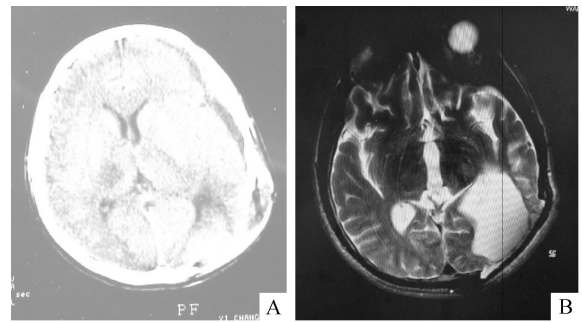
A: CT scan after Brain Trauma shows multiple low density shadow in right area of the basal ganglia B: Pre-operative T2 weighted magnetic resonance imaging (MRI) scan shows malacoma focus on the left occipital lobe, which communicated with left comu-occipitale ventriculi lateralis
